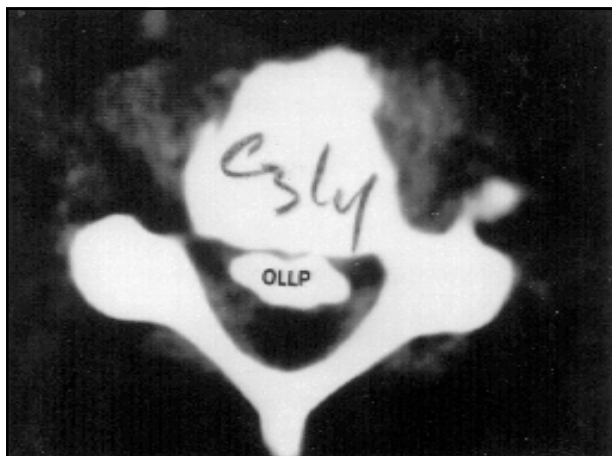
Corte axial de tomografia computadorizada mostrando OLLP ao nível de C3-C4.
